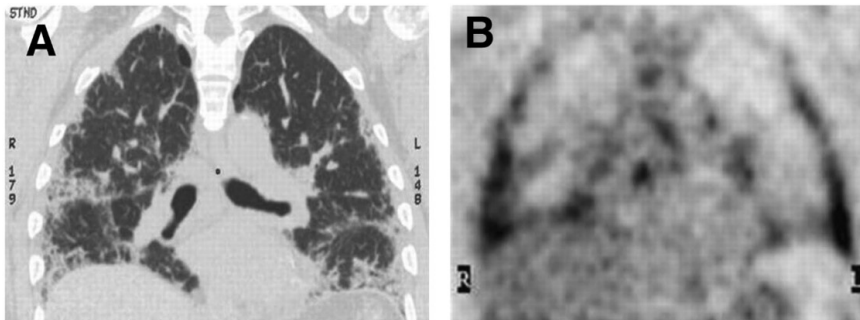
Struktura i metabolizm ^{18}F -FDG [29].
